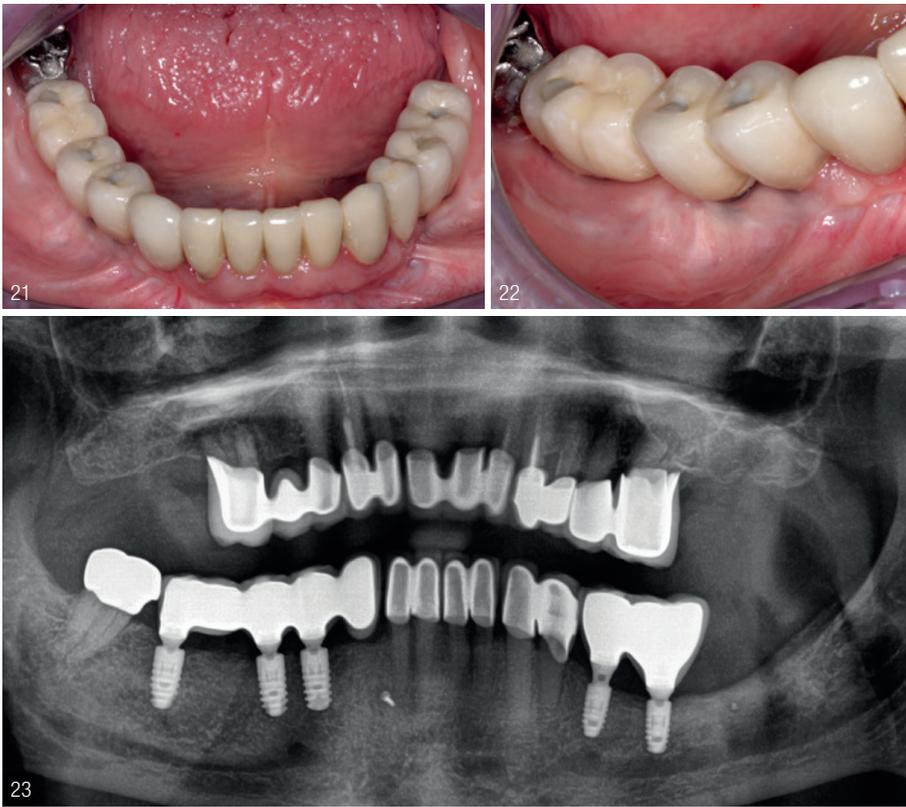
Fertiger intraoral eingegliedert Zahnersatz. Abb. 22: Man sieht deutlich die typische perimplantäre Narbenbildung nach Vestibulumplastik. Abb. 23: Das Abschlussröntgenbild.
